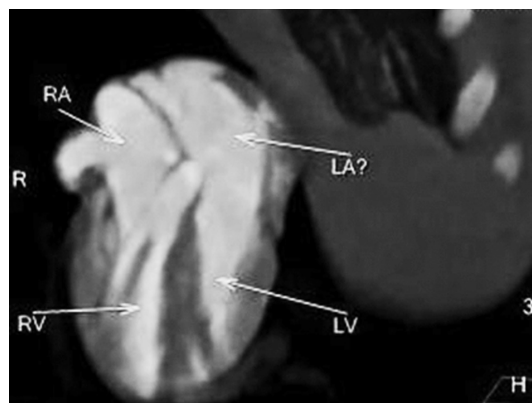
МСКТ, MPR. Четырехкамерная позиция, правосторонняя предсердно-желудочковая конкордантность сохранена, левосторонняя сомнительна
